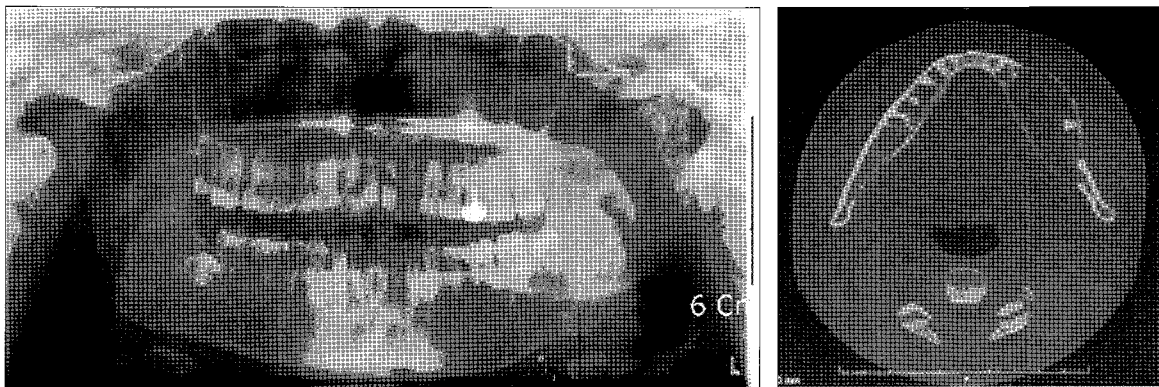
Panoramic radiography and Dental CT view (axial view).
